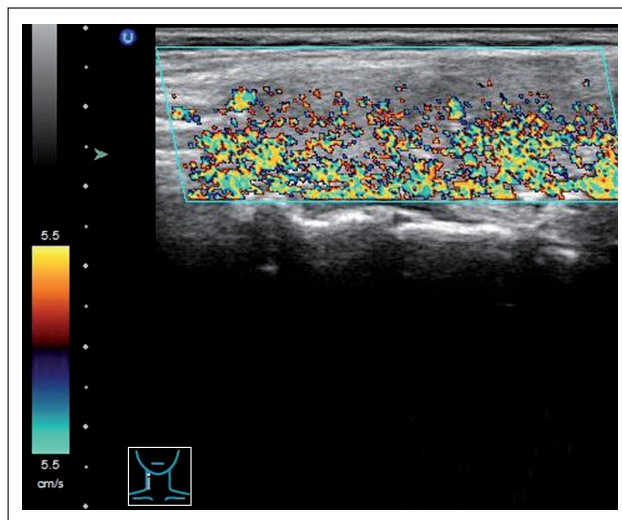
35-jährige Patientin mit einer Immunthyreopathie Typ Morbus Basedow. Die Dopplersonographie zeigt eine diffuse Hypervaskularisation, als „thyroidales Inferno“ bezeichnet.
